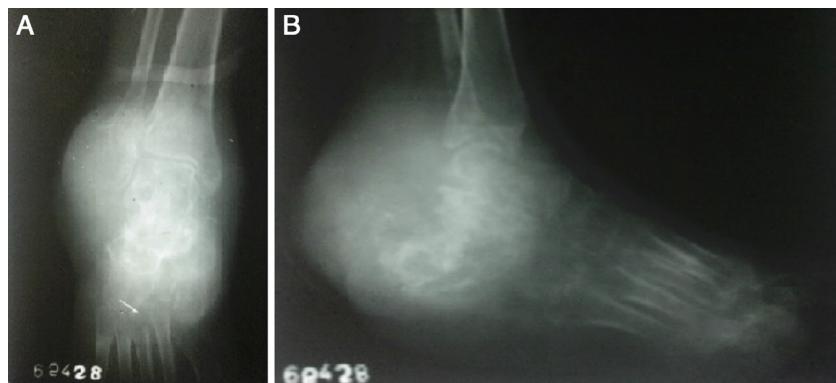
Radiografia em anteroposterior (A) e em perfil (B) do pé e do tornozelo direitos que apresenta lesão de aspecto destrutivo, agressivo, osteolítico, com invasão de partes moles circunvizinhas e presença de pontos de calcificação na tumoração.
